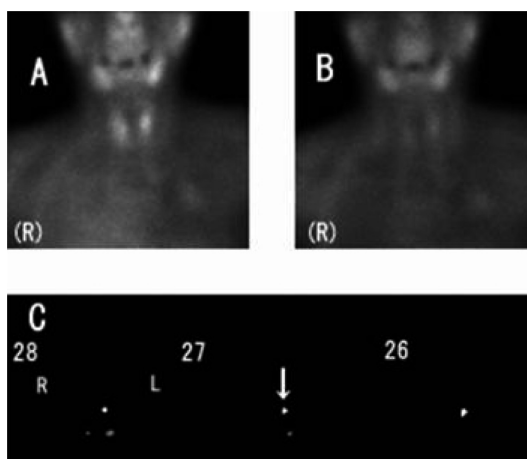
A 74-year-old woman with adenoma (Case 12). The weight of the lesion was 300 mg. (A) Early planar image. (B) Delayed planar image. (C) Subtraction SPECT images. The lesion (arrow) was seen in the left upper region.
